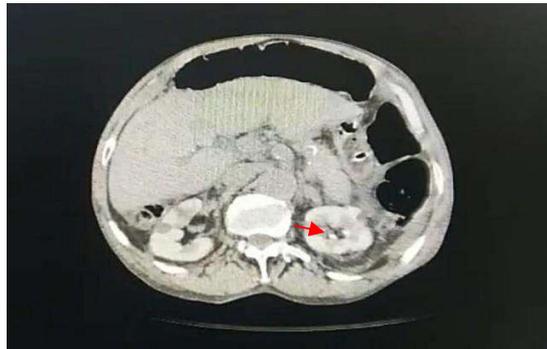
Tomografía computarizada de abdomen donde se evidencia la arteria antes de ser oclusiva.
